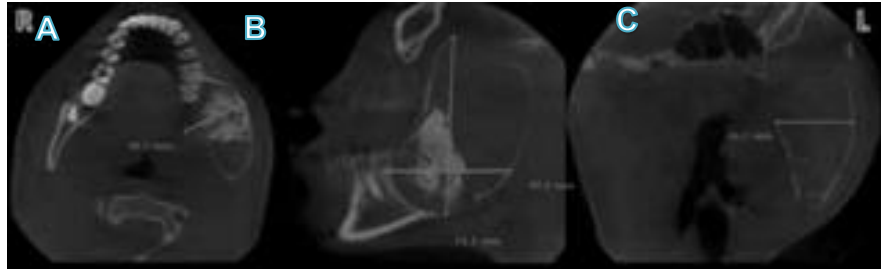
Tomografía computarizada cone-beam. Cortes; A. Axial, B. Sagital, C. Coronal.⁴⁰
